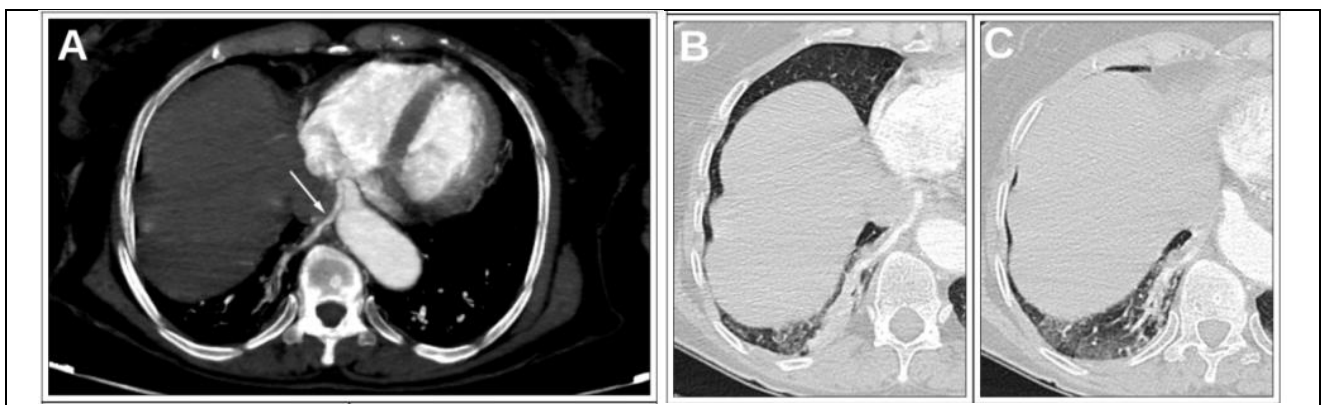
Дані комп'ютерної томографії, що свідчать на користь секвестрації легень (<https://www.imagejournals.org/articles/pulmonary-sequestration-the-feeding-vessel-713.html>)
